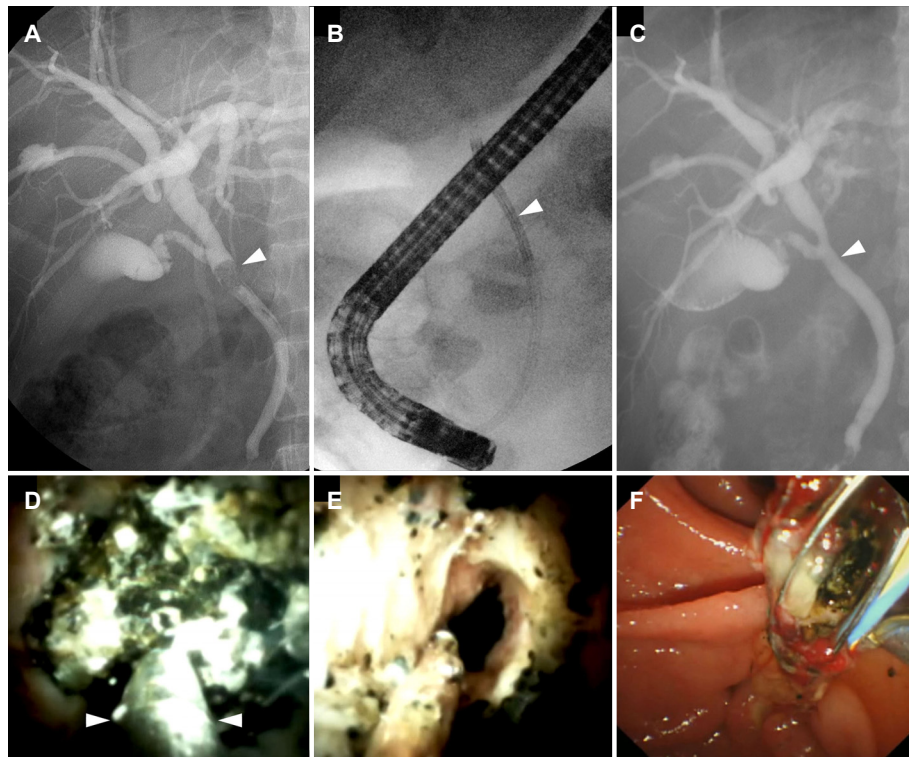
Single-operator cholangioscopy-guided electrohydraulic lithotripsy (EHL). (A) Fluoroscopy image showing an impacted bile duct stone (arrowhead). (B) X-ray image showing SpyScope (arrowhead) inserted into the bile duct. (C) Final cholangiogram showing no residual filling defect. (arrowhead). (D) SpyGlass showing an impacted stone. EHL (arrowheads, EHL probe) is performed under direct visualization. (E) SpyGlass showing the cleared bile duct after EHL. (F) Fragmented bile duct stones are extracted using a stone basket after lithotripsy.
